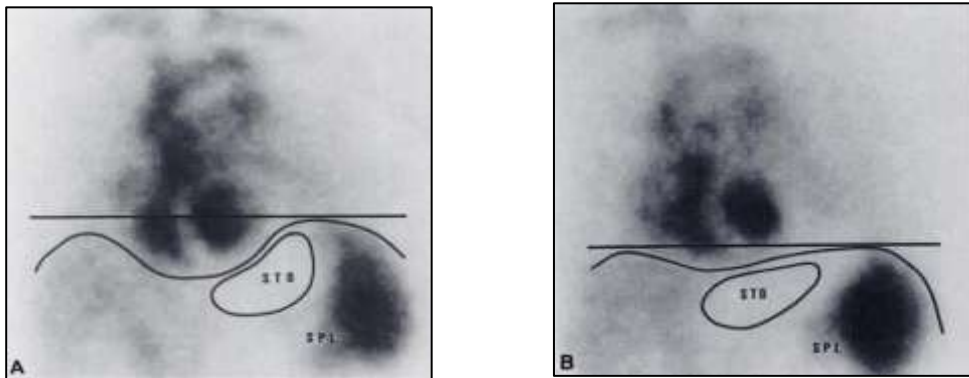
Ventriculografia radioisotópica em posição supino (A) e prona (B). Adaptado de ⁴². Prone decubitus: a solution to inferior wall attenuation in thallium-201 myocardial tomography. *J Nucl Med.* 1989; 30:398-40. STO = estômago e SPL= baço
